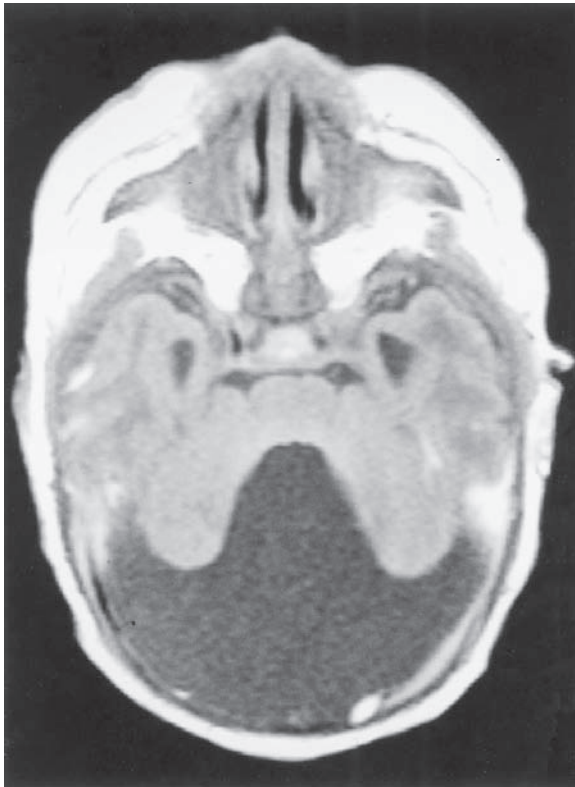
Síndrome de Dandy-Walker. MRI que muestra agenesia de la porción media del cerebelo y un quiste grande de la línea media, que corresponde al cuarto ventrículo muy dilatado, el cual ocupa la fosa posterior. A, vista axil. B, vista sagital.
